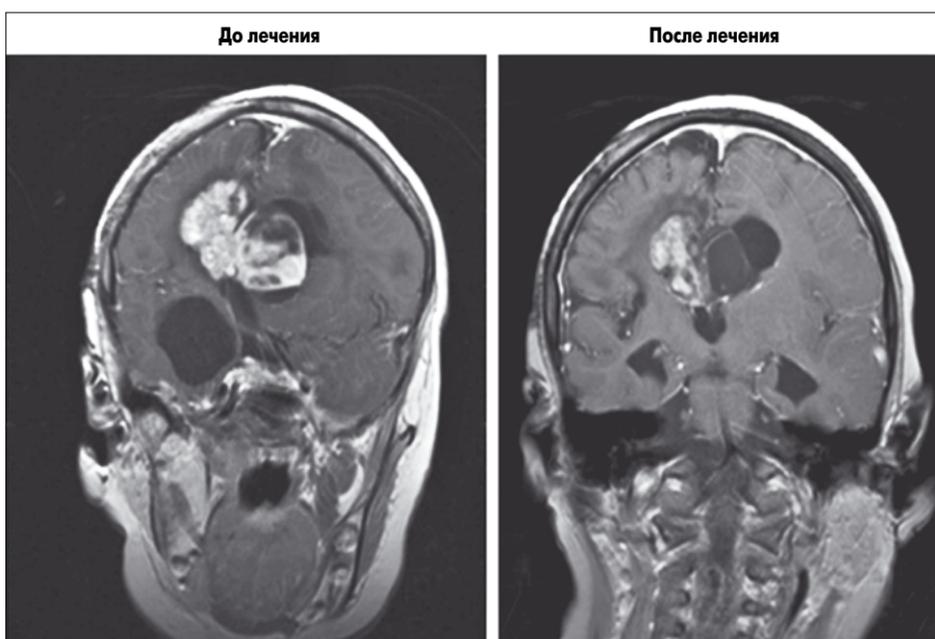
МРТ СЭГА, сделанные до лечения эверолимусом и спустя 23 мес применения этого препарата у пациента, который не рассматривался в качестве кандидата на проведение хирургического вмешательства. Уменьшение размера субependимального узла сопровождалось ослаблением проявлений атаксии и улучшением когнитивных функций и поведения. У пациента не отмечалось судорожных приступов с мая 2012 г.
